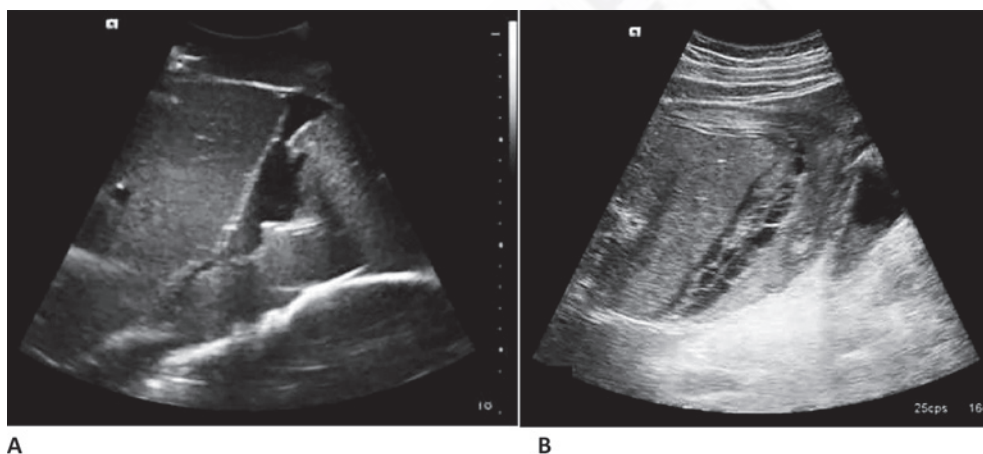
Diferentes aspectos de hemoperitoneo en ultrasonido. A. Aspecto anecogénico en fase tardía. B. Aspecto ecogénico por presencia de coágulos por sangramiento activo.
